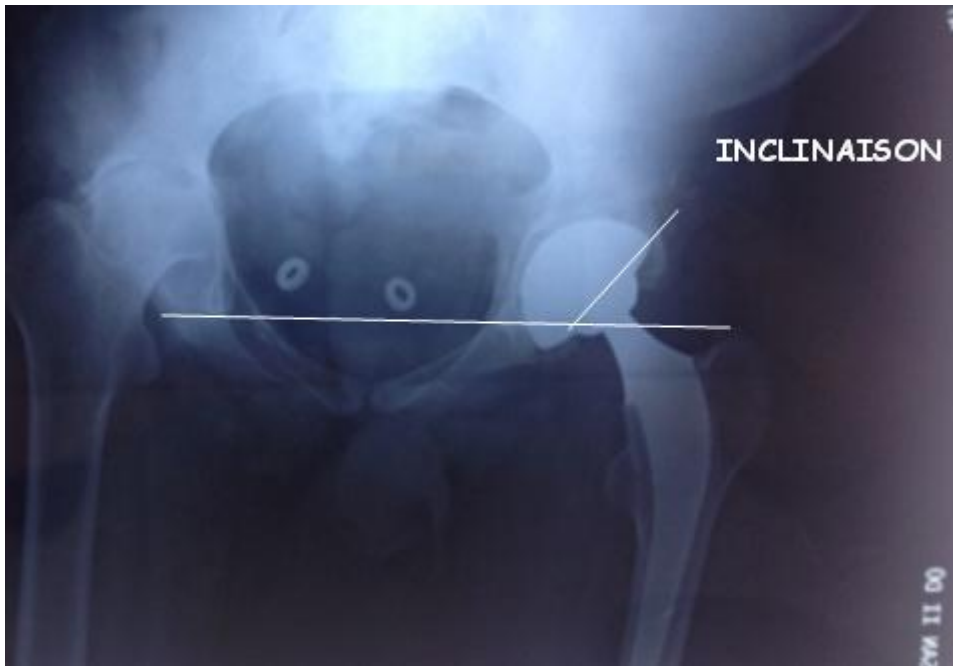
radiographie postopératoire : mesure de l'inclinaison selon la technique décrite par Sutherland.
